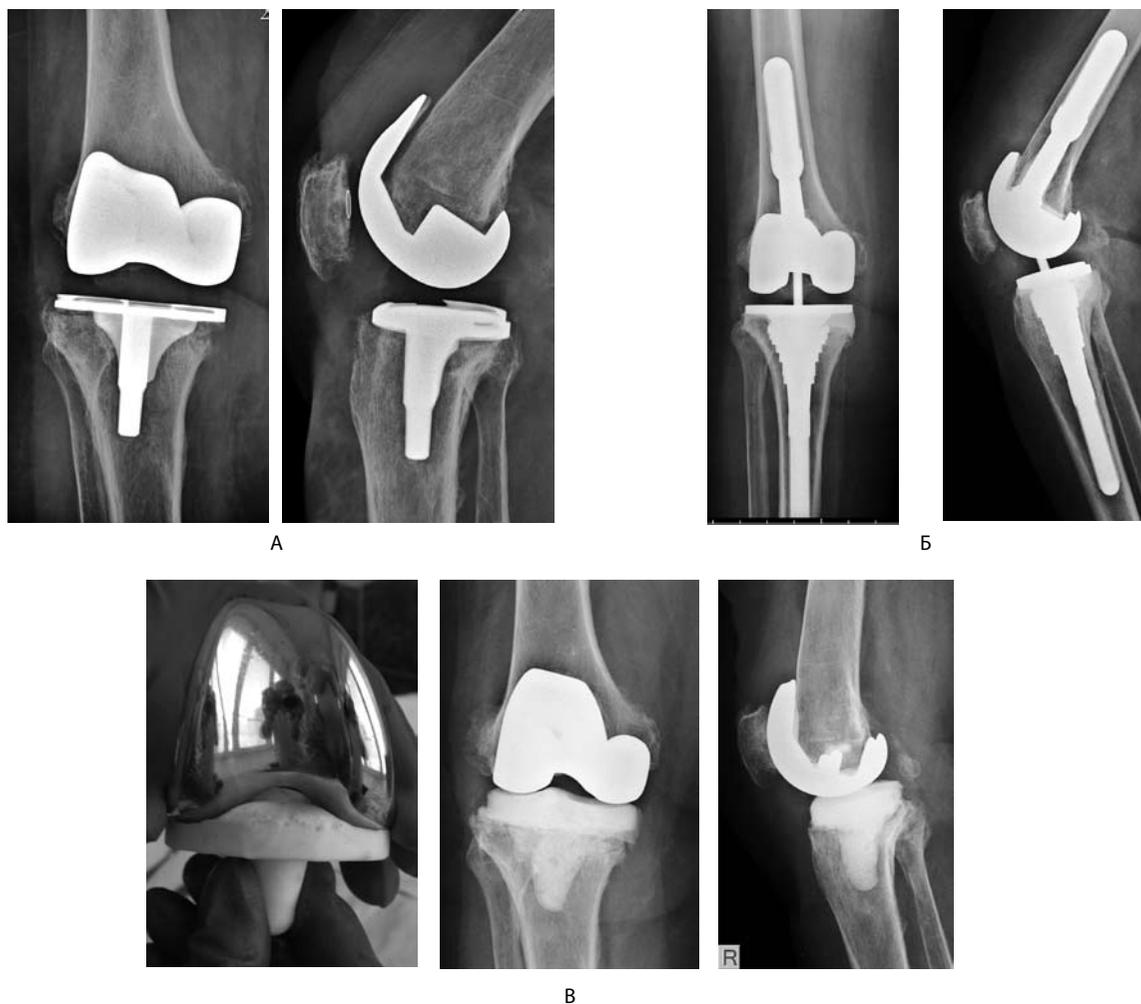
Клинический пример (больная Г.): А) рентгенограммы через 1,5 года после ТЭП коленного сустава; Б) установка спейсера и рентгенограммы коленного сустава; В) рентгенограмма после реТЭП через 6 месяцев
